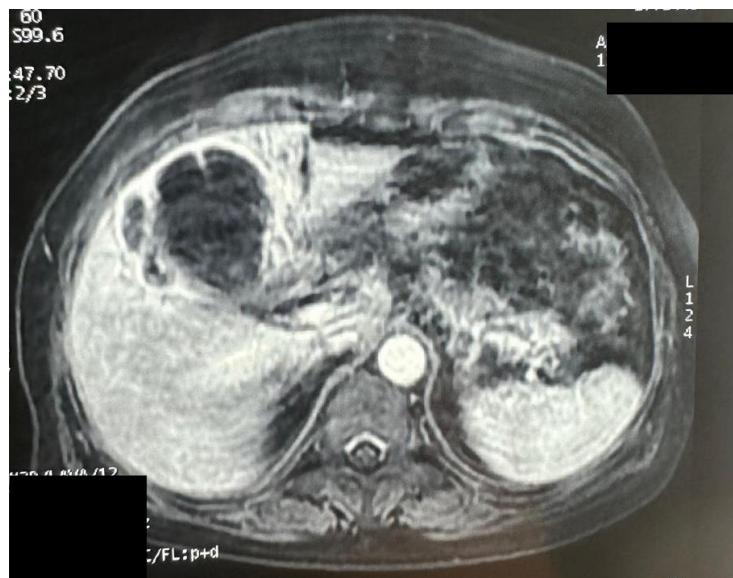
IRM en coupe axiale montrant une vésicule biliaire micro lithiasique en cholécystite compliquée d'abcès hépatique.
